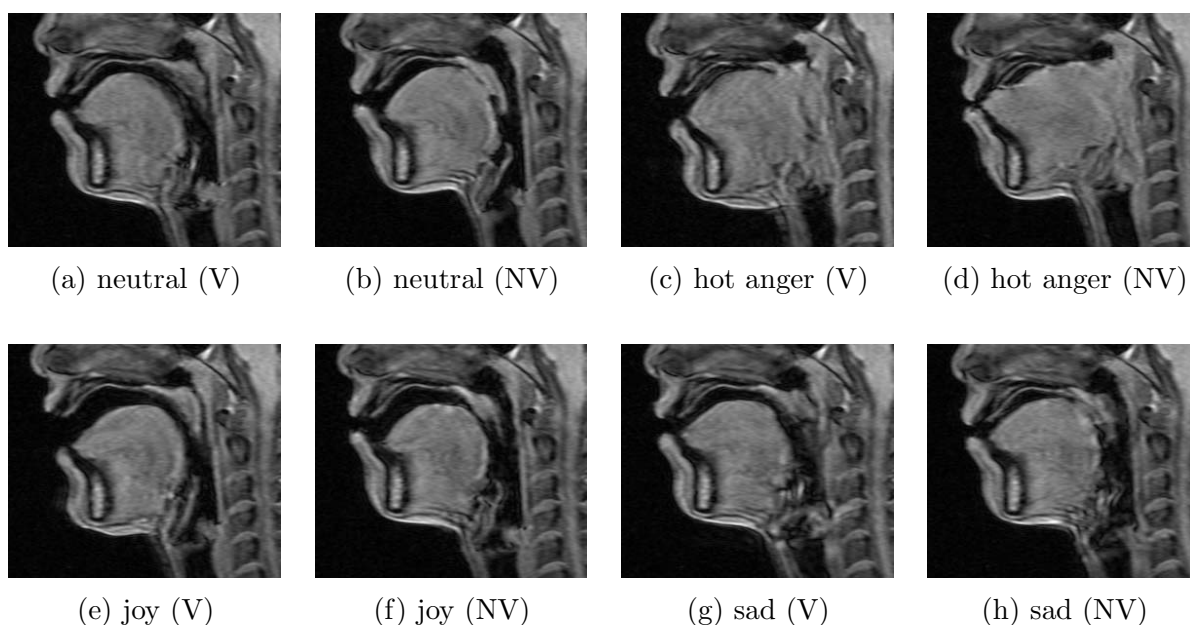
Mid-sagittal magnetic resonance images of a female speaker (actress) for voicing (V) and non-voicing (NV) states in four emotions (neutral, hot anger, joy, and sad).
